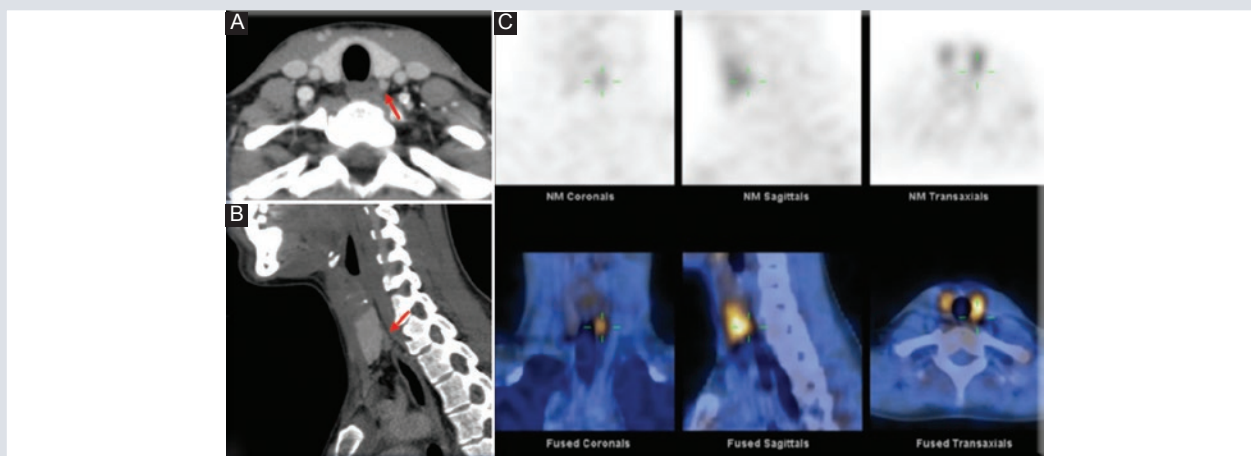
Adenoma paratiroideo izquierdo con conformación patológica. A y B: Tomografía computarizada de cuello, corte axial en fase arterial (A); reconstrucción sagital en fase venosa (B). Se identifica un nódulo ovalado y circunscrito localizado en el aspecto posterior al lóbulo tiroideo izquierdo, el cual en fase arterial es hiperdenso y en fase venosa es hipodenso (flechas) compatible con adenoma paratiroideo. C: SPECT-CT no se identifica presencia de zonas de retención del radiofármaco que sean compatibles con tejido paratiroideo anormal. SPECT-CT: combinado con tomografía computarizada.
